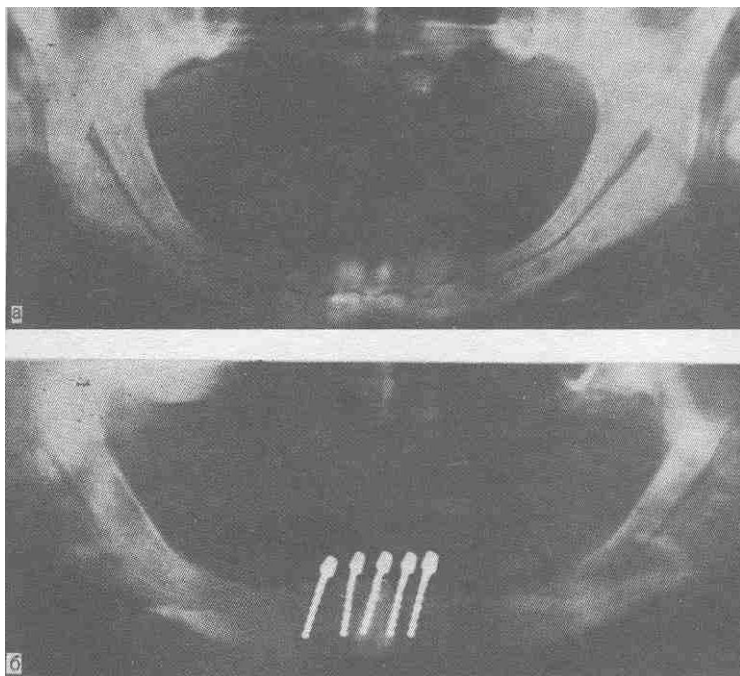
Неудачная имплантация. Ортопантомограммы.
